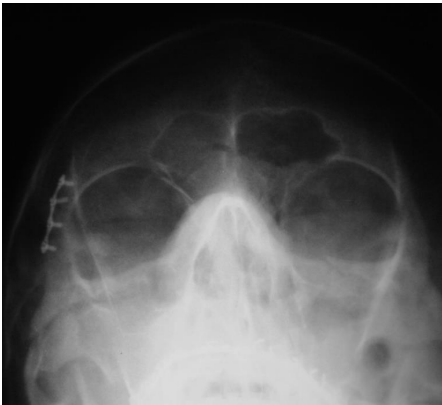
Radiografía PA de cráneo AM posquirúrgica, inmediata a la colocación de la primera placa de osteosíntesis.
